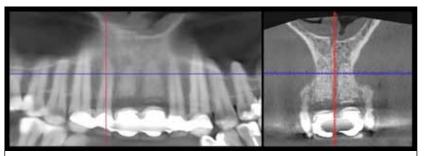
CBCT analyzes 6 months after teeth extraction with alveoloplasty: favorable conditions for implant placement
